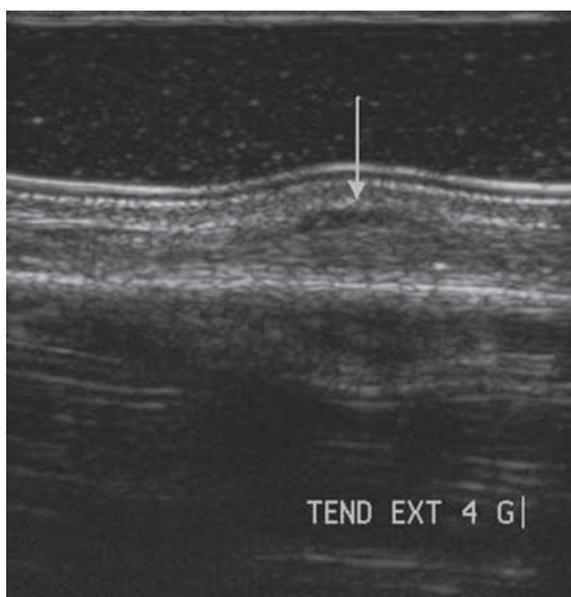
Cal postopératoire de bonne qualité. Coupe échographique longitudinale du tendon extenseur du 4^e doigt : cal tendineux homogène sans solution de continuité. Il existe un petit épaississement focal de la gaine tendineuse.
